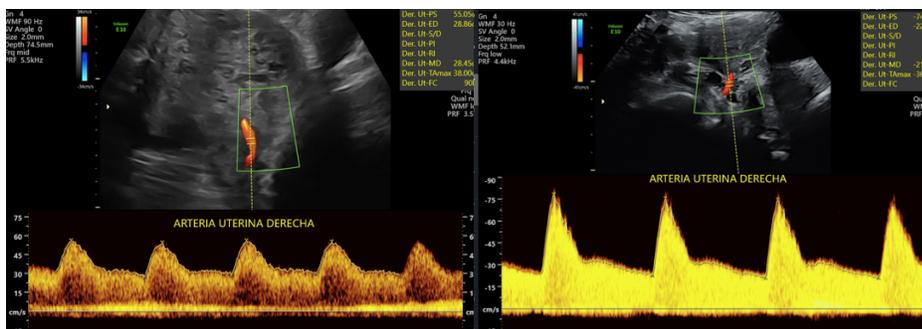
y 3 Examen doppler transabdominal de las arterias uterinas en el primer trimestre. Corte paracervical, registrar al menos tres ondas idénticas con un ángulo de isoniciación lo mas cercano a 0 grado.
